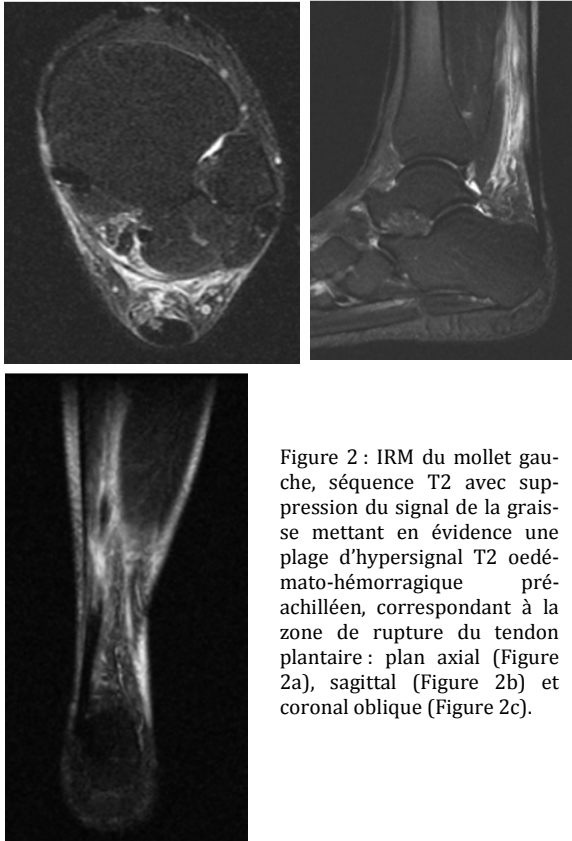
IRM du mollet gauche, séquence T2 avec suppression du signal de la graisse mettant en évidence une plage d'hypersignal T2 oedémato-hémorragique pré-achilléen, correspondant à la zone de rupture du tendon plantaire : plan axial (Figure 2a), sagittal (Figure 2b) et coronal oblique (Figure 2c).
